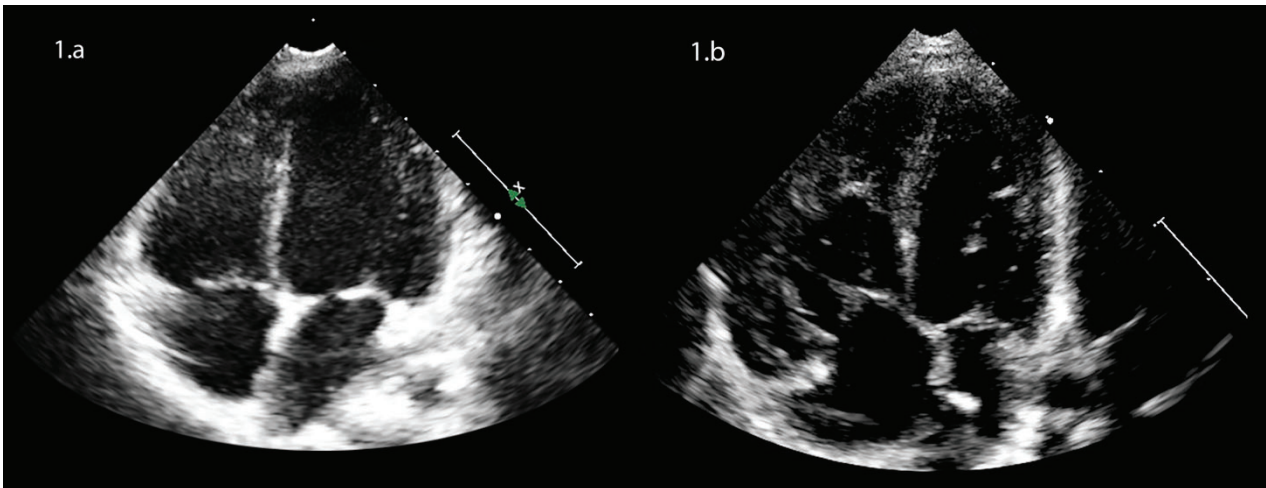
Ecocardiografía 2D, plano de 4 cámaras. Neonato sano (1.a); Neonato con TGA (1.b). Imagen adquirida por la doctoranda
